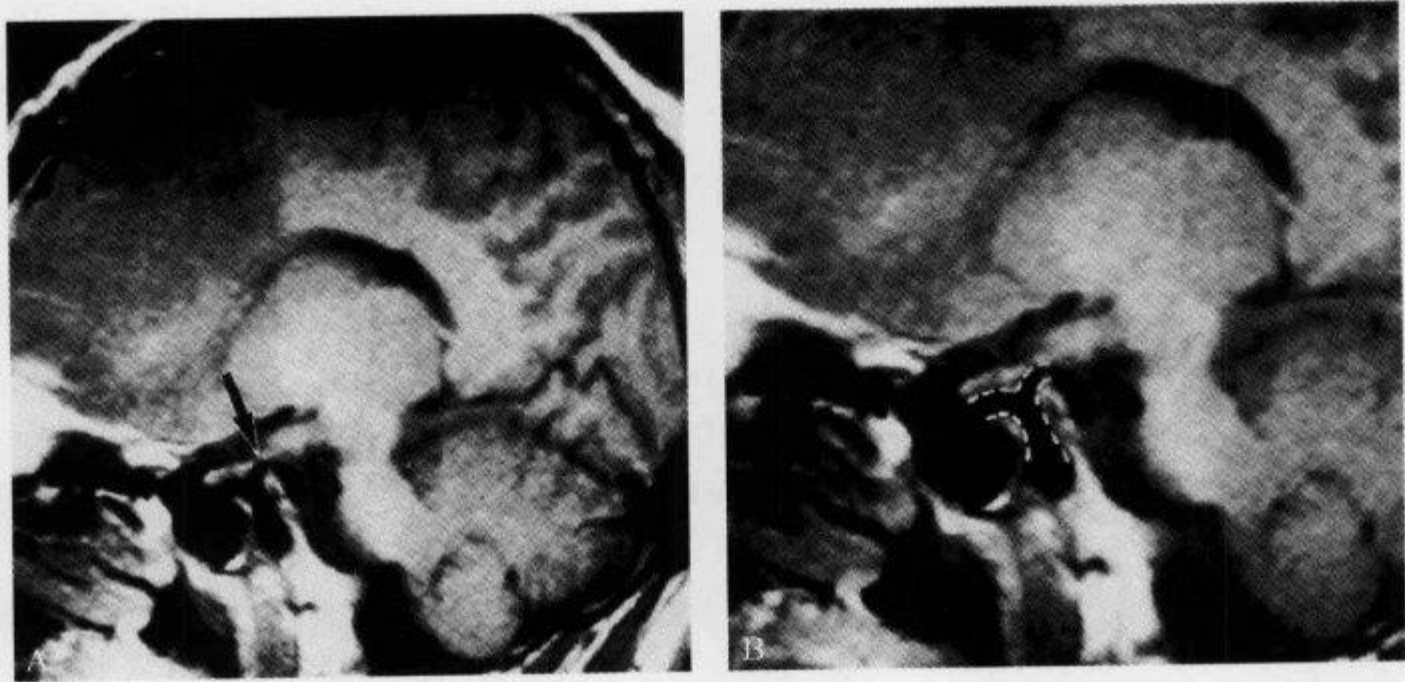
矢状位 MRI 示“ τ 形征”
